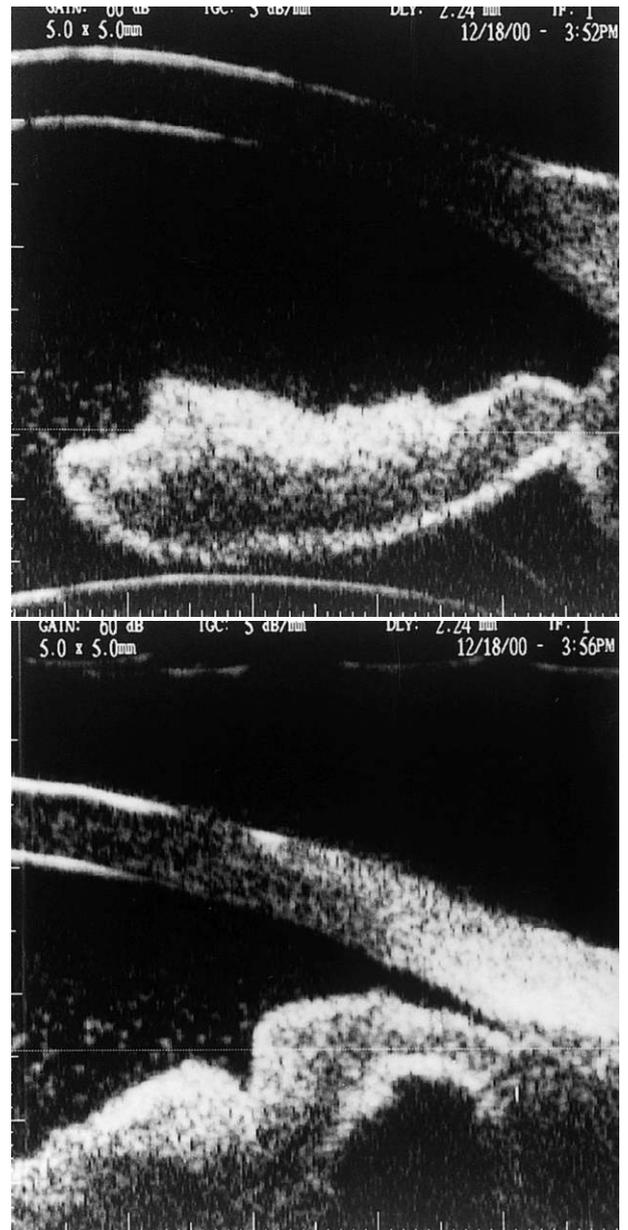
4 急性増悪時の超音波細隙顕微鏡(以下, UBM)所見。
